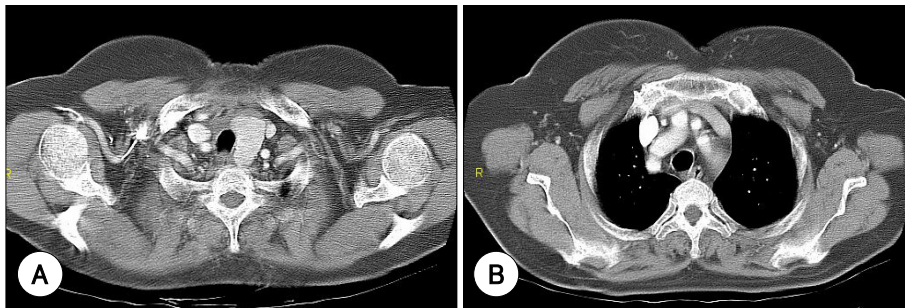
Postoperative CT scan. Left thyroid lobe was preserved (A) and posterior mediastinal goiter was completely excised (B).
